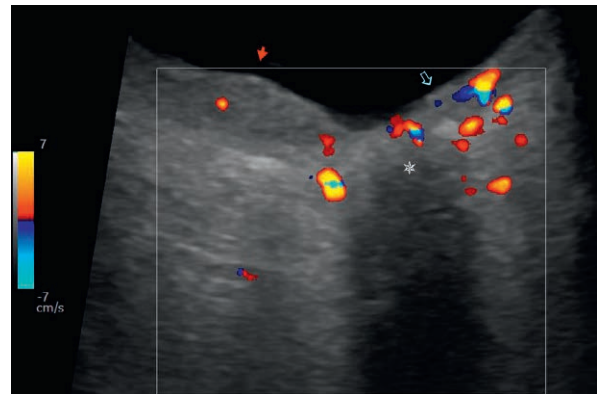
Complications post-radiques au pôle postérieur – écho-Doppler couleur.*
